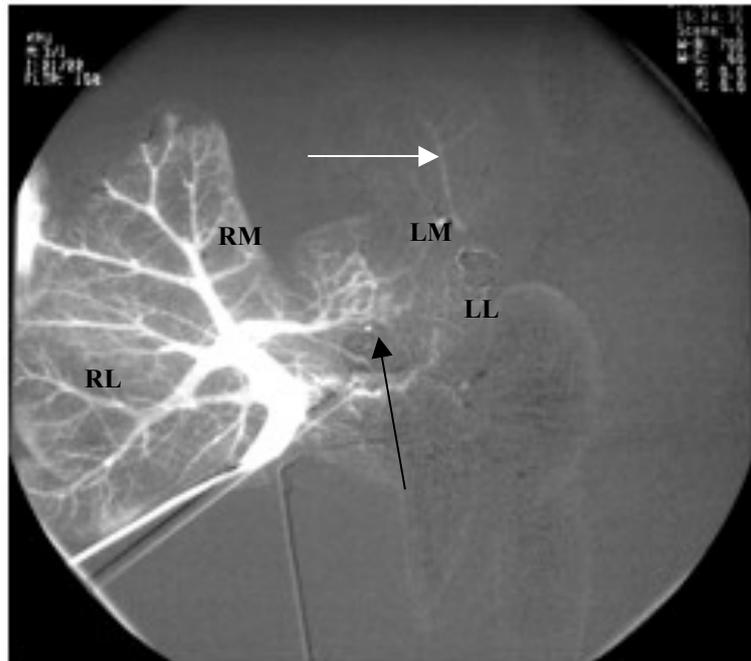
Ex-situ Portographie in der E-Gruppe. (schwarzer Pfeil: Kollateralgefäße in der hilären Platte, weißer Pfeil: kontrastierende inkomplett okkludierte Pfortadergefäße, LL: linkslateral, LM: linksmedial RL: rechtslateral, RM: rechtsmedial).
